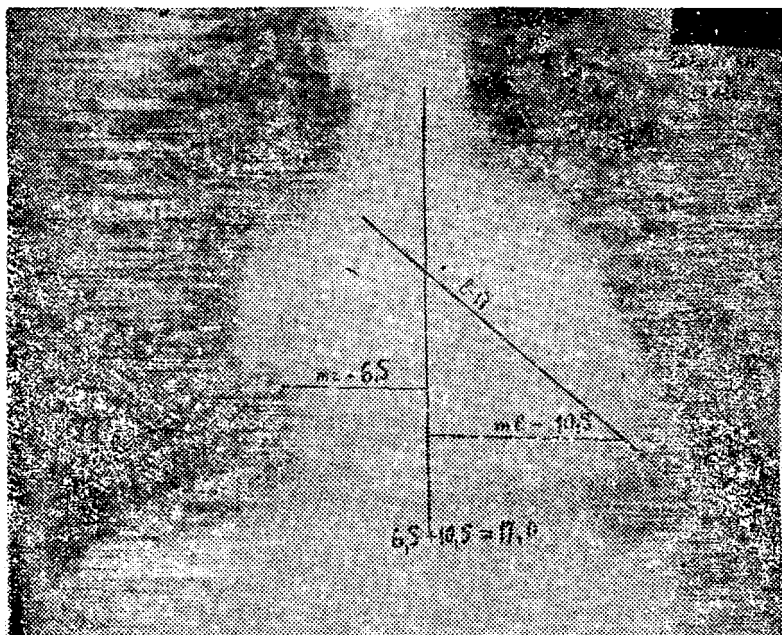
Телерентгенограмма больного З. до дефибрилляции. Митральный порок сердца с преобладанием стеноза. Значительно увеличенные размеры сердца.
